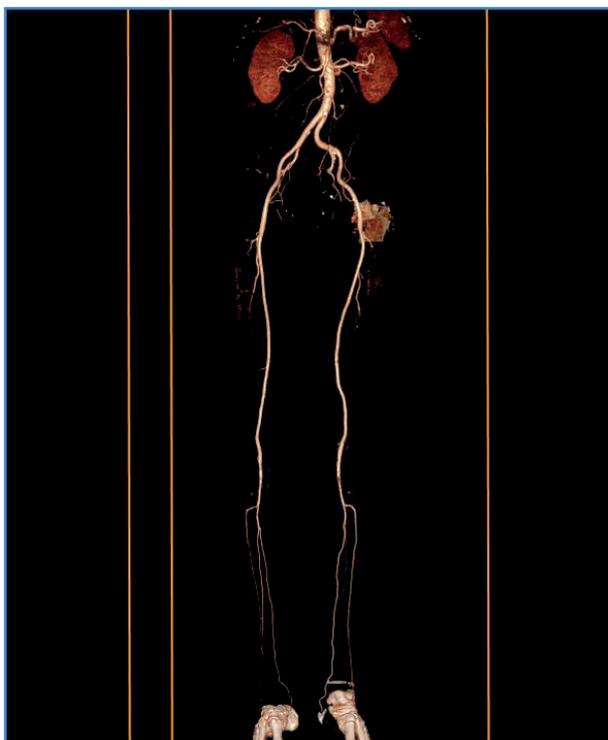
Reconstrucción de control en TAC.
